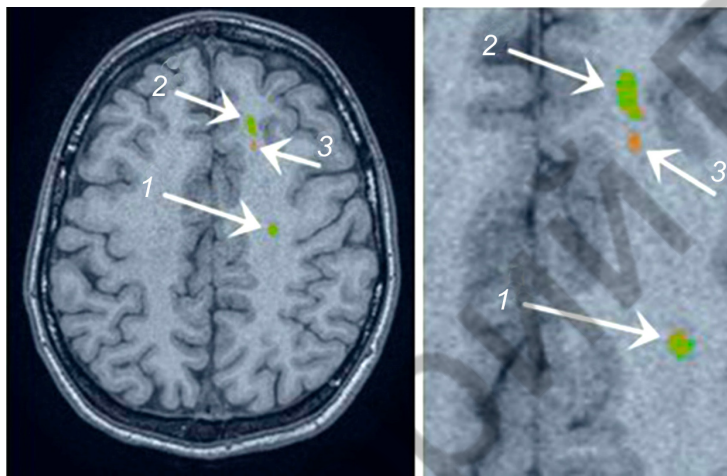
МРТ-срез с результатом сопоставления очагов, выделенных экспертом и нейронной сетью. Справа — в увеличенном виде часть того же изображения
